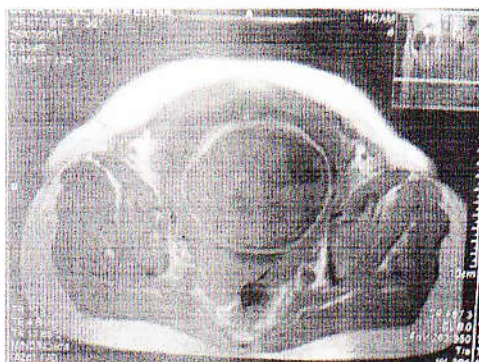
RMN fetal. Servicio de Imagenología, HCAM
